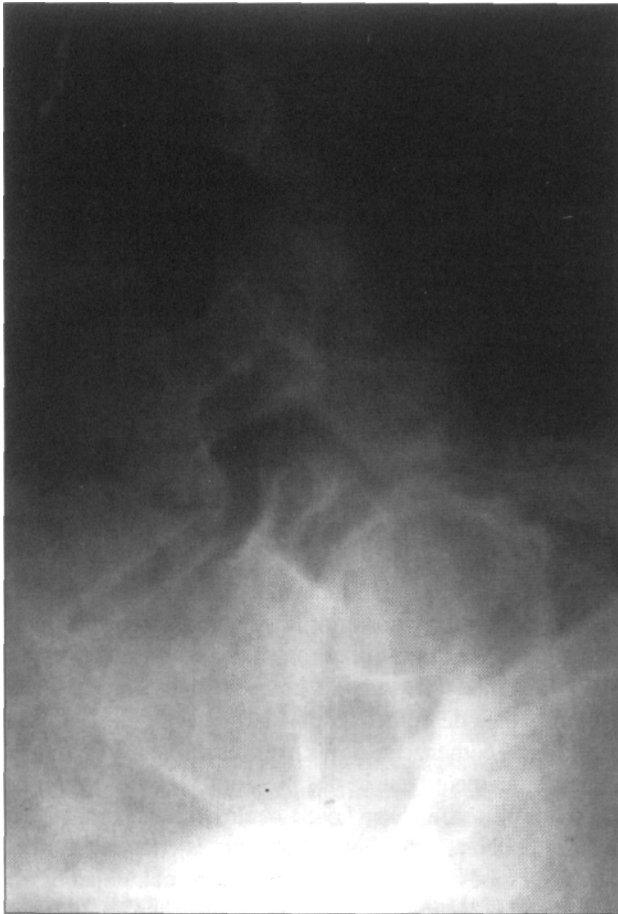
Radiografía de columna de perfil que muestra espondiloptosis completa de L5.
